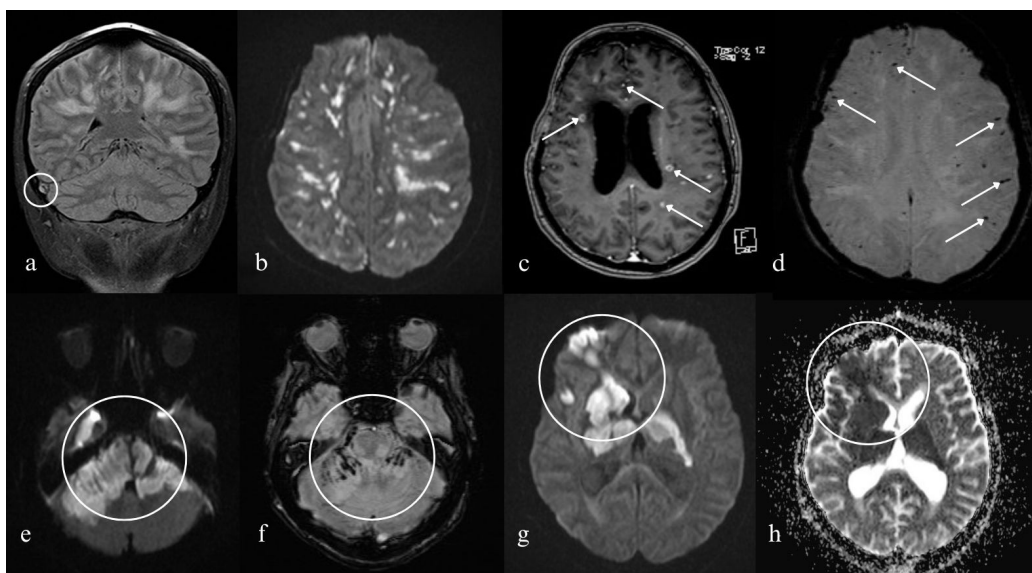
Neuroimágenes a) RMN cerebral en secuencia FLAIR en la que se observa trombosis del seno transverso derecho (círculo) con herniación subfalcina y compromiso subcortical bilateral asimétrico. b) RMN potenciada en difusión con evidencia de múltiples lesiones en sustancia blanca compatibles con infartos cerebrales. c) RMN cerebral T1 contrastada con múltiples focos de realce anular supratentoriales sugestivos de leucoencefalopatía con focos de cerebritis difusa (flechas). d) RMN con secuencia de susceptibilidad magnética evidenciando focos de residuos de hemosiderina subcortical supratentorial sugestivos de componente hemorrágico (flechas). e) RMN potenciada en difusión que evidencia extensa restricción que compromete tallo cerebral y cerebelo de manera bilateral asimétrica, compatible con evento isquémico agudo (círculo). f) RMN potenciada en secuencia de susceptibilidad con presencia de residuos de hemosiderina, sugestivo de extensa encefalopatía necrohemorrágica aguda (círculo). g) RMN potenciada en difusión con evidencia de restricción que compromete corteza frontal derecha y núcleos basales bilaterales (círculo). h) RMN potenciada con el coeficiente de difusión aparente (ADC) confirmando restricción a la difusión (círculo). Abreviaciones: FLAIR, Fluid-Attenuated Inversion Recovery; RMN, Resonancia magnética nuclear.
